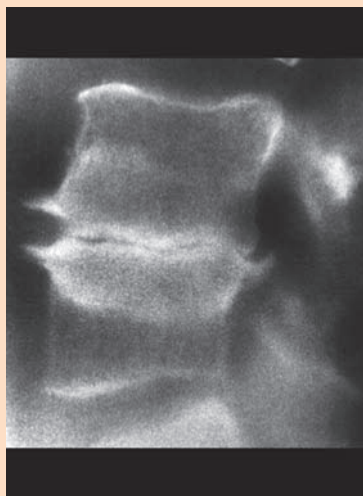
Radiografía simple de perfil de la columna cervical. Espondilosis deformante avanzada y discopatía degenerativa con pinzamiento discal y osteofitos. Discopatía degenerativa Modic tipo III, con pinzamiento discal y esclerosis subcortical.
